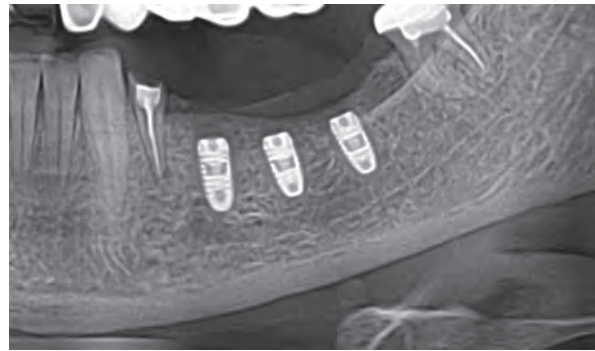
Контрольна рентгенограма пацієнтки К. після установки імплантатів у 3-му секторі.
